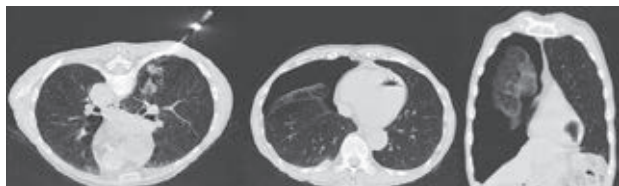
針生検中のCT画像（左）と生検後のCT画像（中・右）。生検中に病変周囲に出血が見られる。生検後の左心室内ガスを含む血管内ガスはHBOで全て消失した。
